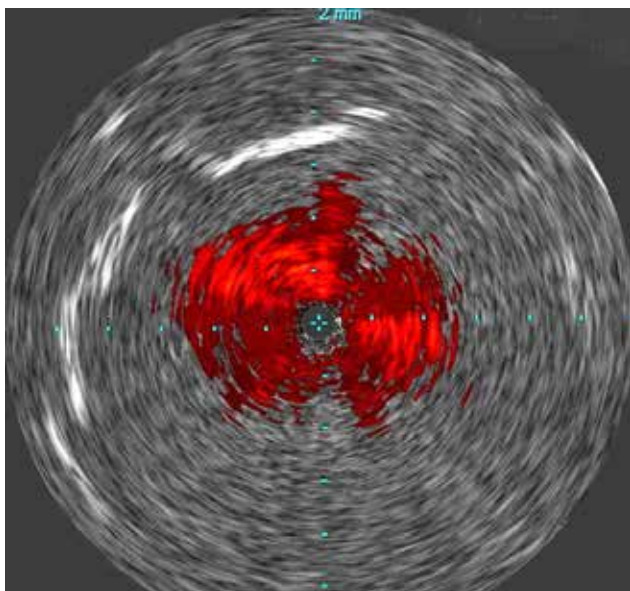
Внутрисосудистое УЗИ больного И. после эндопротезирования: признаков эндоподтеканий и значимых стенозов не обнаружено
